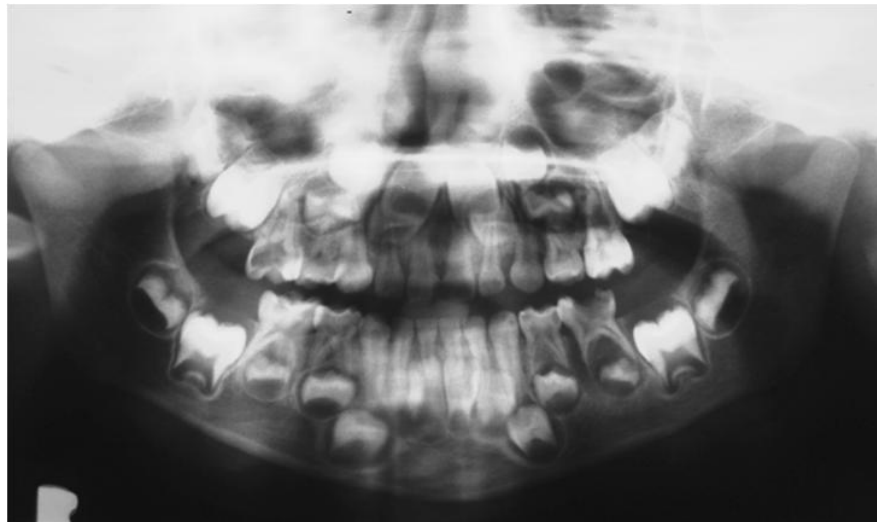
Radiografía Panorámica Inicial del 11/ 12/ 09. Foto: Postgrado de Odontología Infantil cortesía de Residente de 3er año.
